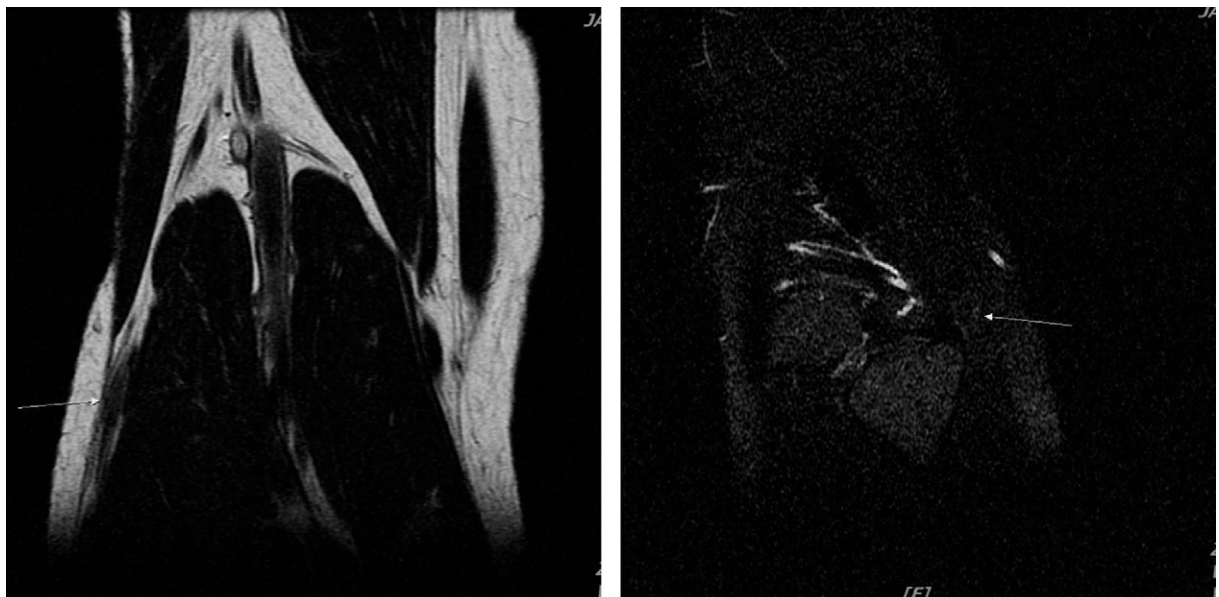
Rt.knee MRI (coronal view & sagittal view, peroneal neuropathy lesion).
